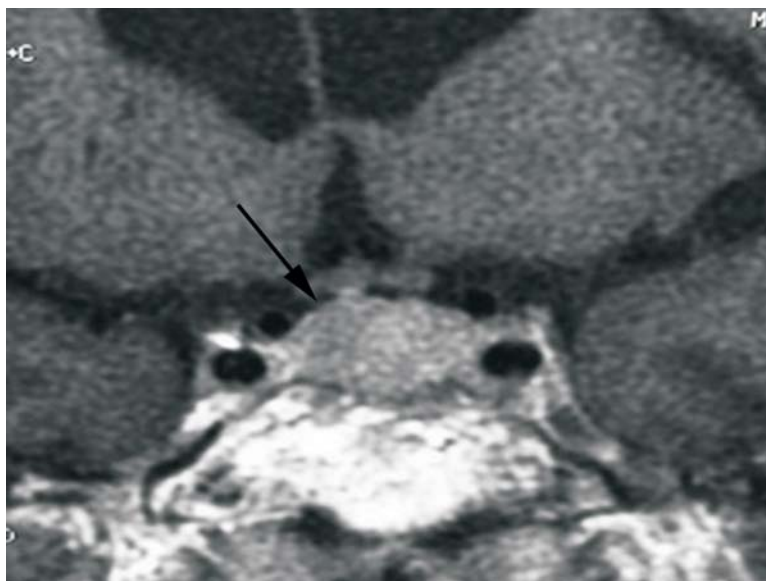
Imagen de la resonancia magnética en T1 del caso clínico nº 1.
